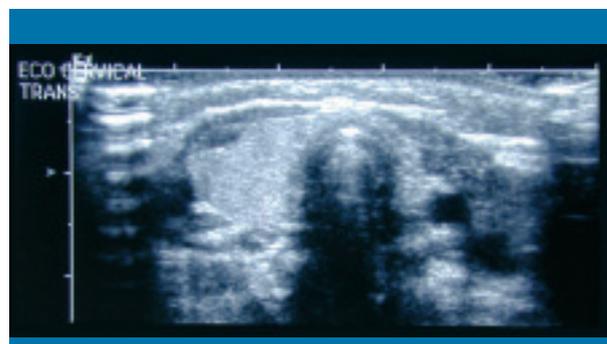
Ecografía cervical (caso 4). Plano transverso. Ausencia de lóbulo tiroideo izquierdo. Lóbulo derecho moderadamente aumentado de tamaño con istmo presente. La glándula muestra una forma característica en «stick de hockey».
